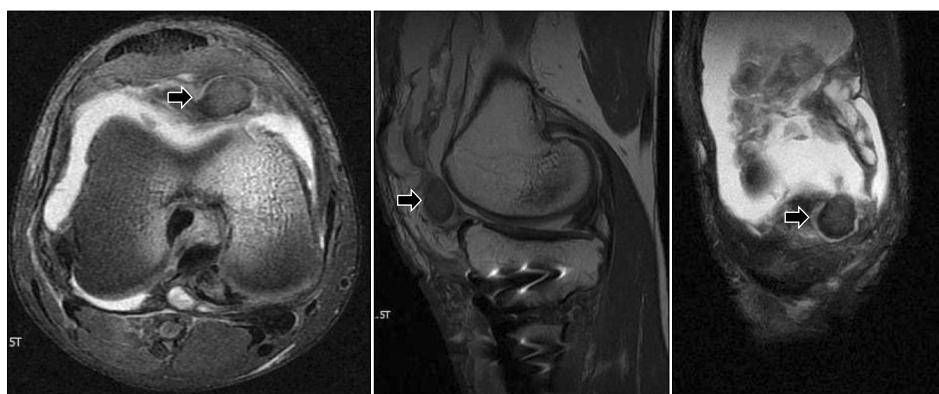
T2-weighted magnetic resonance imaging shows a round-shaped pseudoaneurysm of hypointense signal intensity around the anteromedial portal (black arrows).
